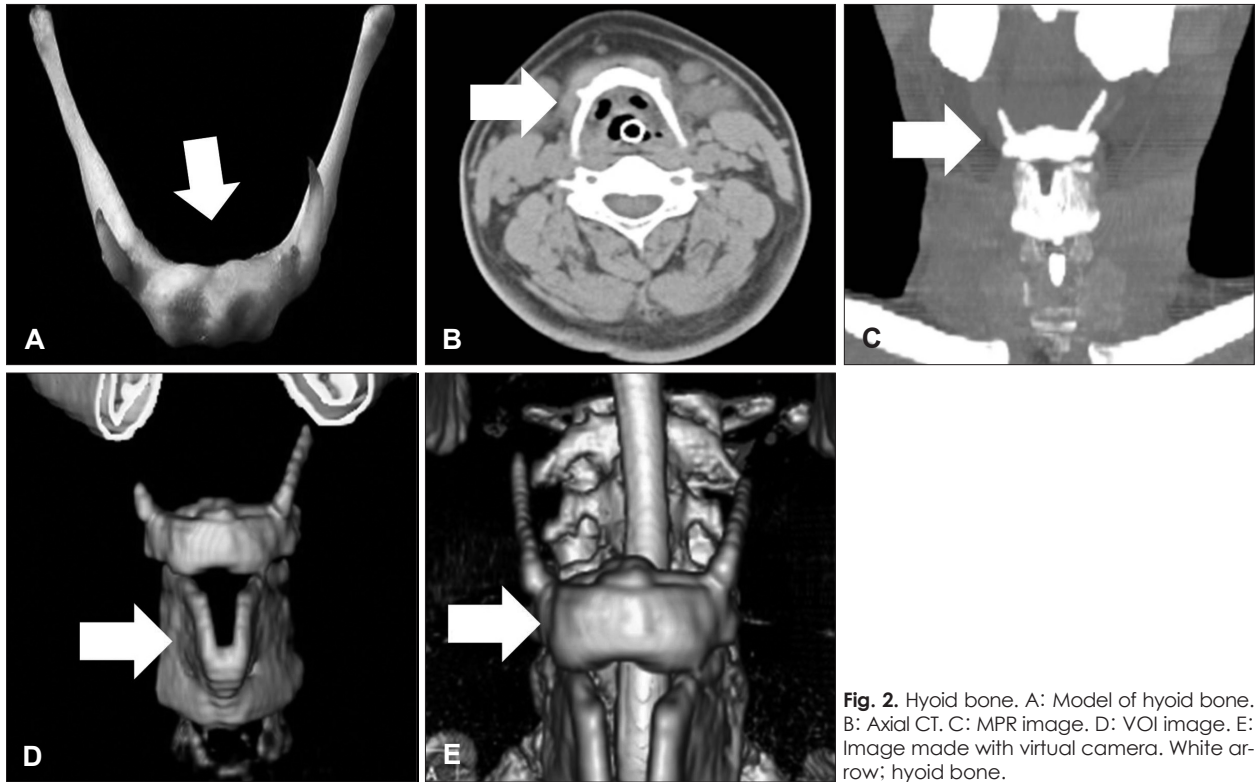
Hyoid bone. A: Model of hyoid bone. B: Axial CT. C: MPR image. D: VOI image. E: Image made with virtual camera. White arrow; hyoid bone.
